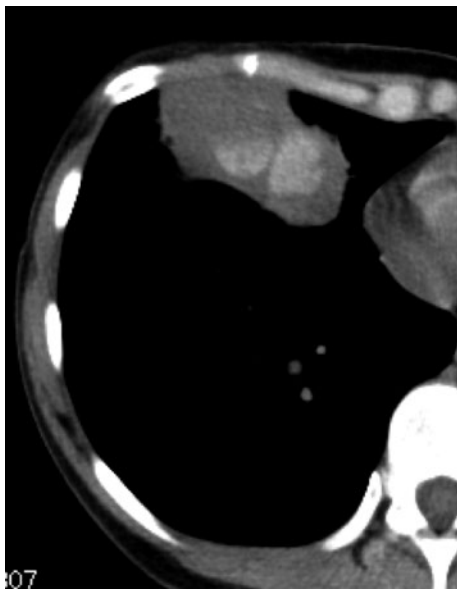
A chest CT scan before admission reveals a mass lesion with hyperattenuating mucoid impaction in the right-middle lobe.
